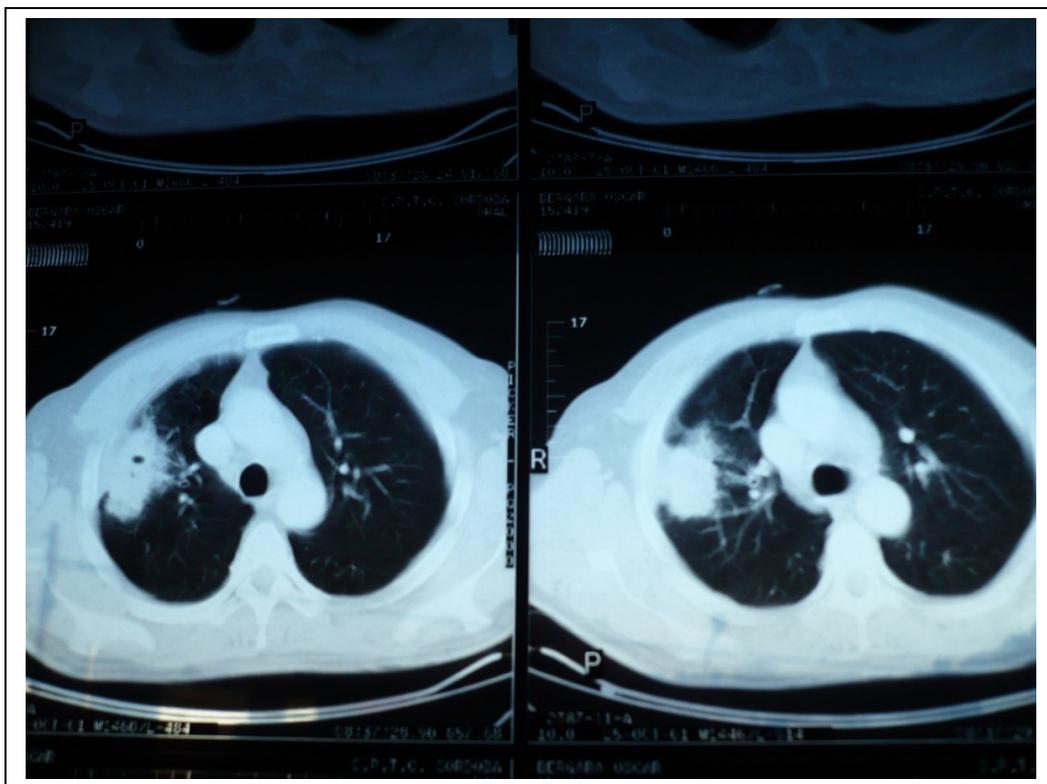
Actinomicosis pulmonar: infiltrado compatible con neoplasia de lóbulo superior derecho, objetivado en TAC de tórax.
